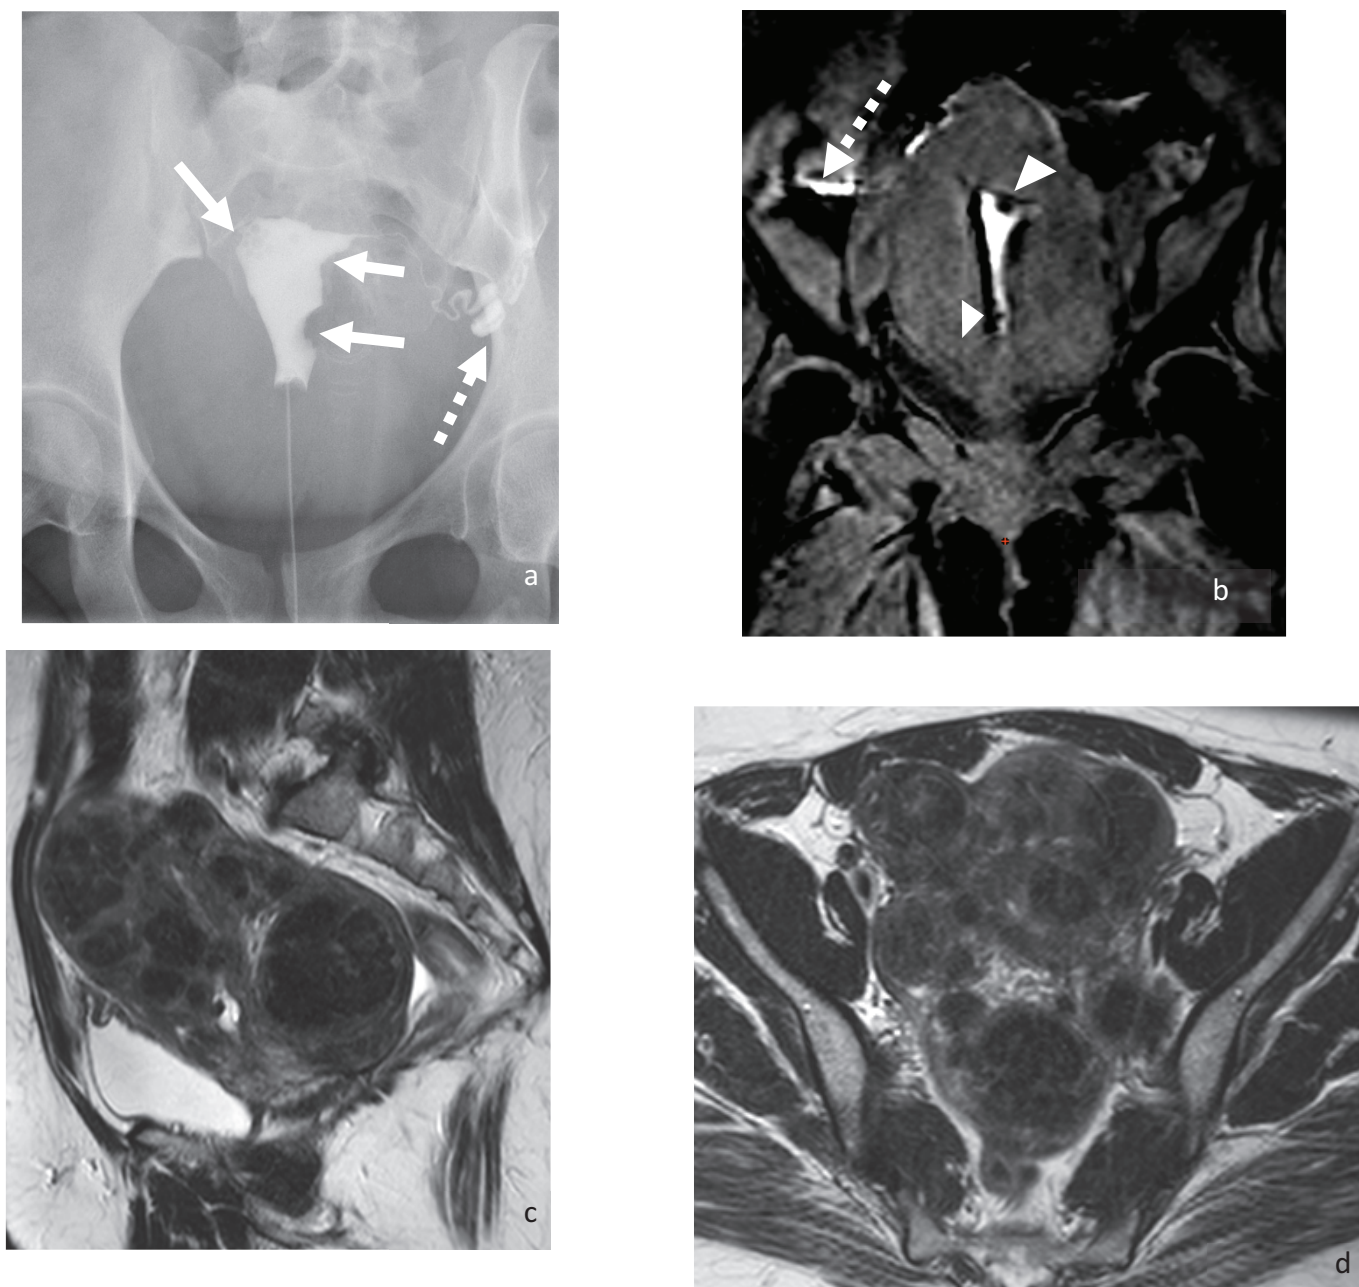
Discordance hystérosalpingographie / hystérosalpingo-IRM.
